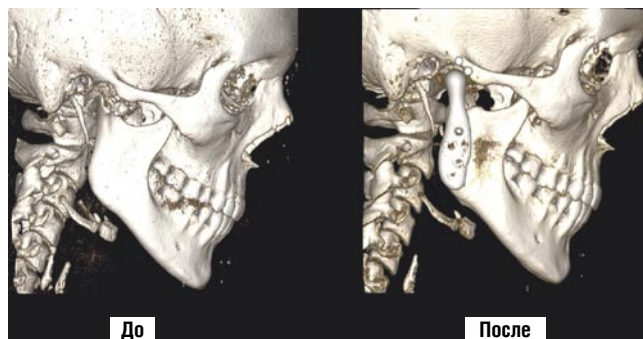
Компьютерная томограмма пациента до и через 36 месяцев после тотального эндопротезирования правого ВНЧС.
